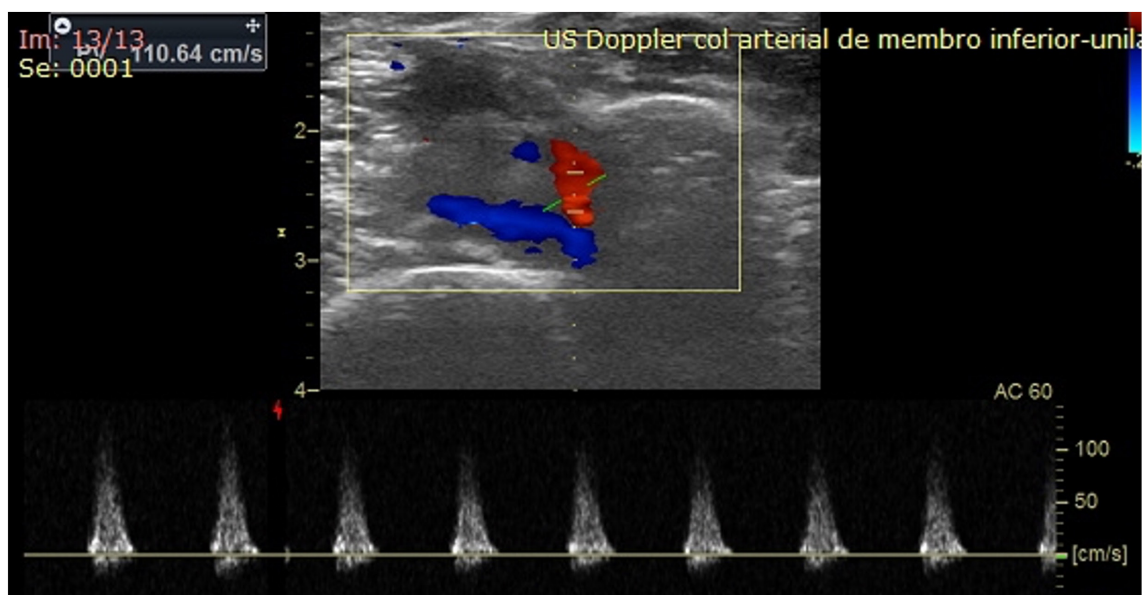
Ultrassonografia com Doppler colorido evidenciando fluxo pulsátil de alta resistência no interior do pseudoaneurisma da artéria tibial anterior.
